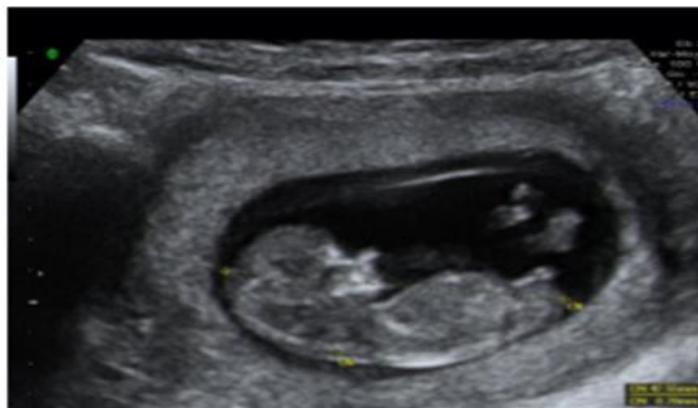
Image échographique montrant un embryon de 10 SA.
